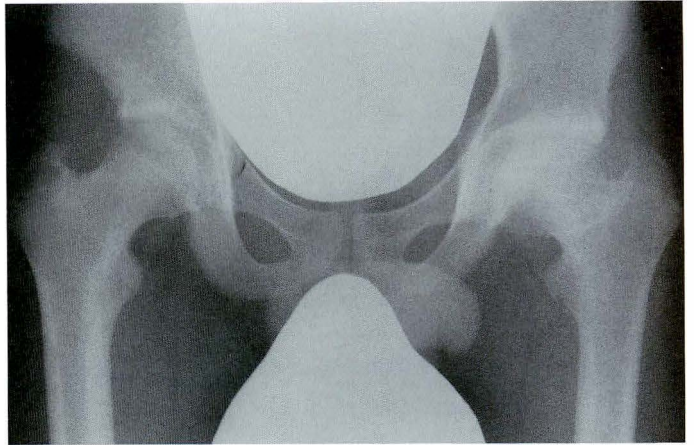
Plain X-ray film of the patient in Fig. 1 at the age of 14 years and 10 months
